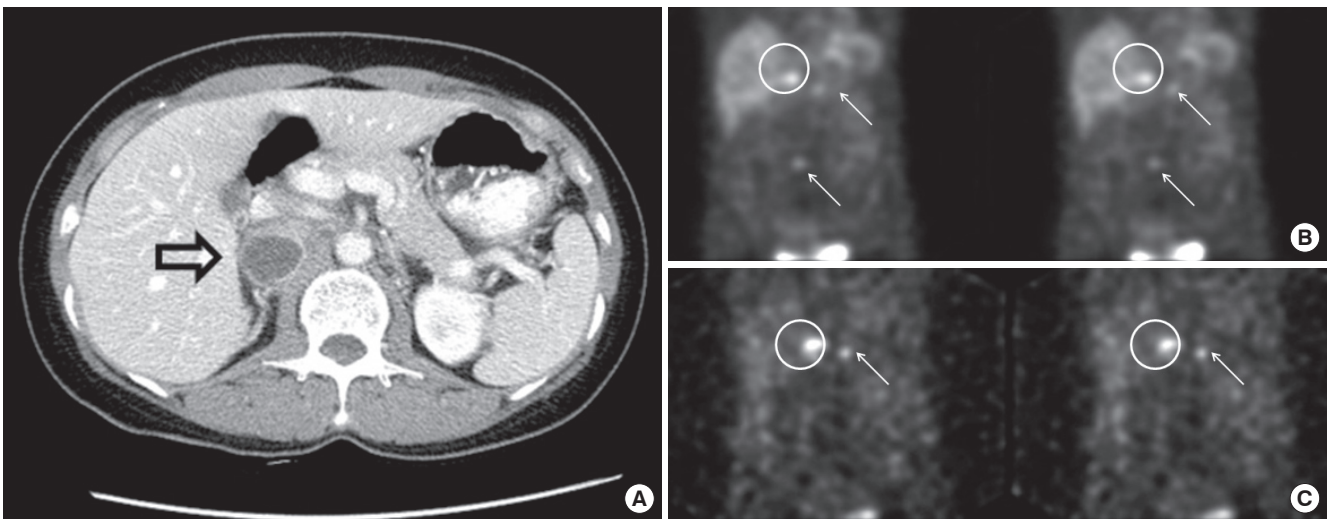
A. Enhanced abdomino-pelvic computed tomography (APCT) scan. B & C, I-123 metaiodobenzylguanethidine (MIBG) scan. A. APCT shows a 5.2×3 cm-sized round, lobulated mass with internal cystic change (arrow) adjacent to the right kidney. B & C. Post 4 hour and 1 day after I-123 MIBG injection. Increased I-123 MIBG uptake at right adrenal gland (circle) and focal increased I-123 MIBG uptake in L4 and left ilium (arrows), suggesting right adrenal gland pheochromocytoma with metastatic lesion.
